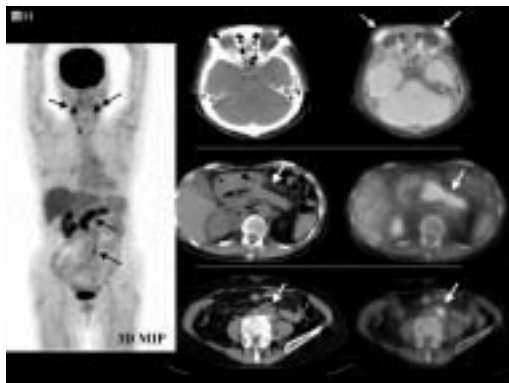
IgG4関連自己免疫性膵炎を伴うMiculicz病のF-18 FDG PET/CT所見
